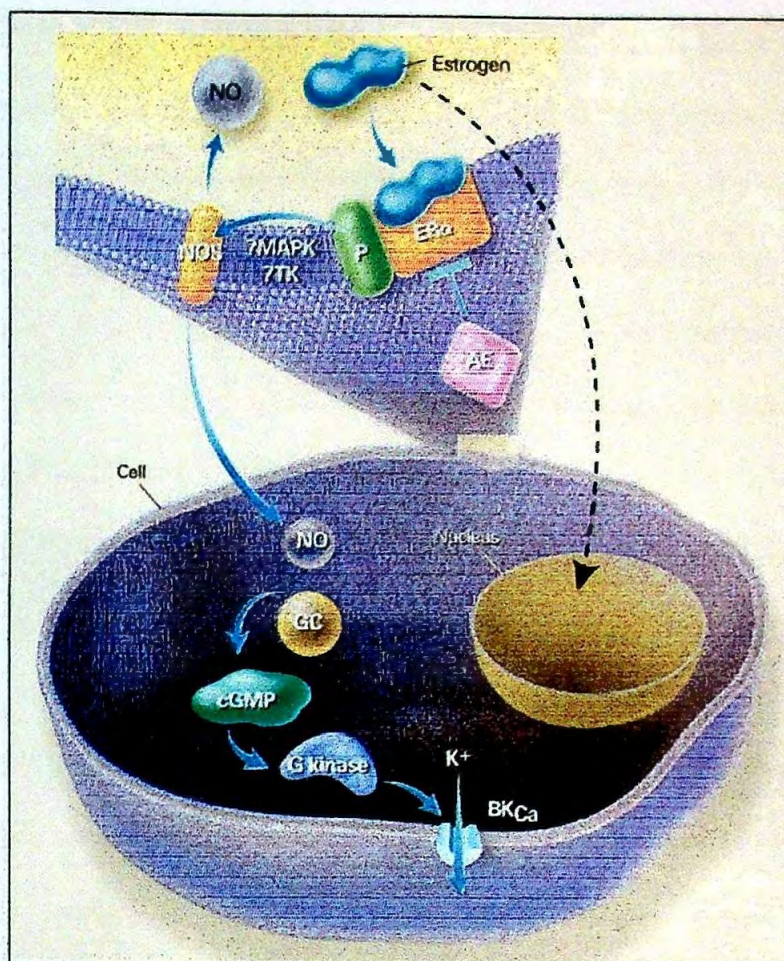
(Mendelsohn & Karas 1999) Mecanismo de ativação rápida não genômica da eNOS por Estrogênio em células vasculares endoteliais e musculares lisas. Estrogênio causa ativação rápida da NOS de uma maneira que não requer transcrição gênica. Em células endoteliais (porção superior da figura), isso ocorre por uma ação do receptor alfa, é bloqueado por antiestrogênicos (AE), e requer uma classe de proteínas associadas ao receptor (P) distinta daquelas que agem com os receptores para mediar mudanças na transcrição. O resultado é uma ativação rápida da eNOS, talvez através das vias de transdução de sinal envolvendo tirosina kinase (TK) ou a proteína kinase mitógeno ativada (MAPK). Na célula muscular lisa (porção inferior da figura), estrogênio rapidamente ativa canais de potássio dependentes de cálcio (BK_{Ca}), que hiperpolariza e relaxa as células do músculo liso vascular. A ativação de BK_{Ca} no músculo liso vascular ocorre por uma via que depende de óxido nítrico (NO) e guanosina monofosfato cíclico (cGMP). GC denota guanilato ciclase, e G kinase, proteína kinase cGMP-dependente.
